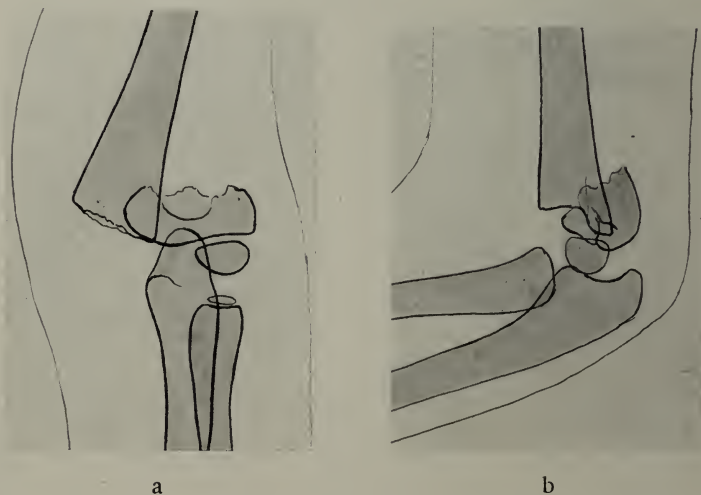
Röntgenbild zu Abb. 84 vor der Behandlung. a) Ventro-dorsal, b) lateral
